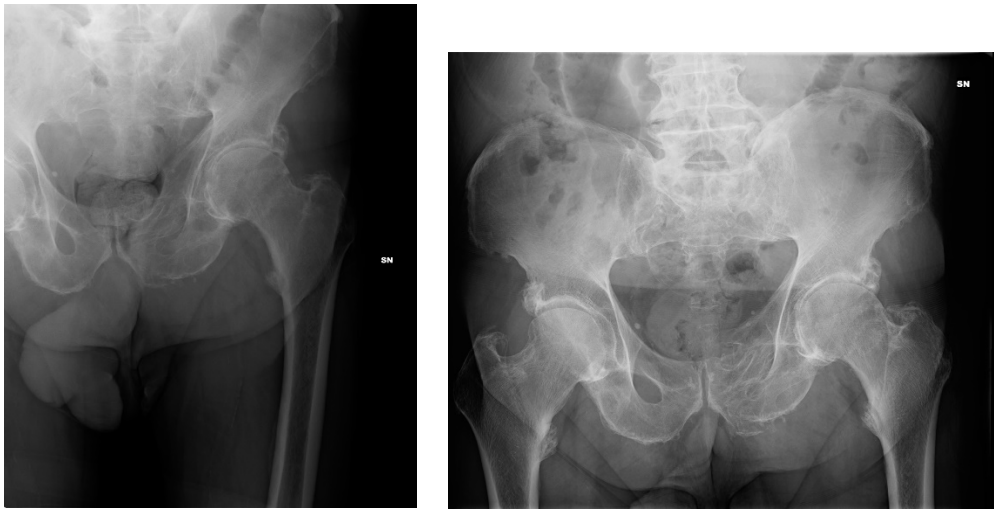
Immagini radiografiche preoperatorie di paziente con artrosi.
